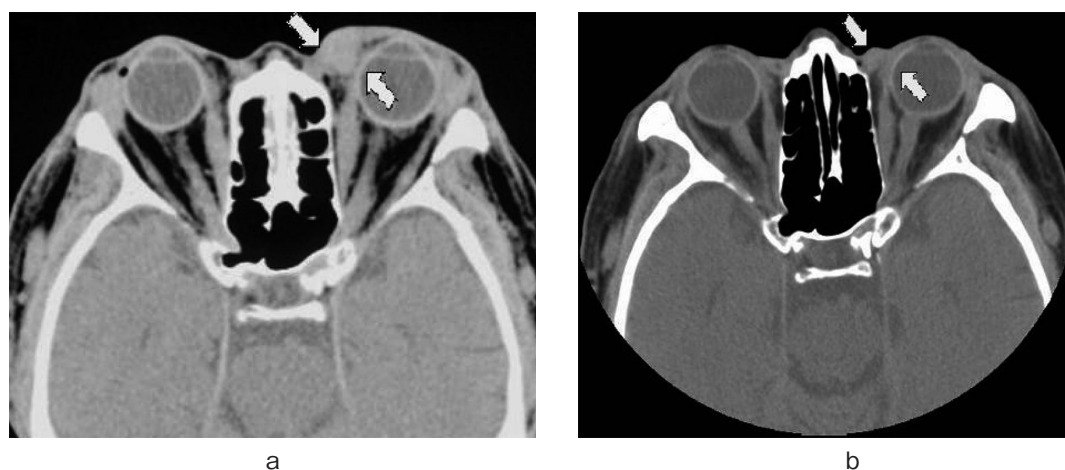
Head computed tomography before (a) and after treatment (b). There is a pseudo tumor in the left orbit, which was reduced in size after treatment.
